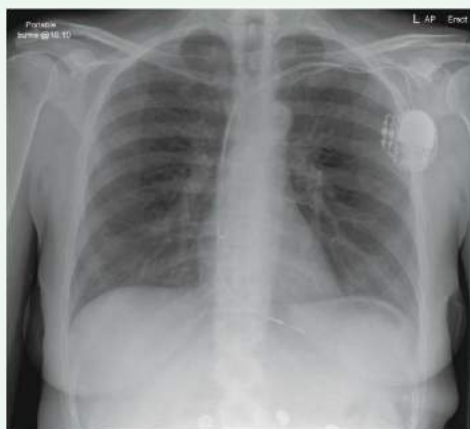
Radiografía de tórax de un paciente con marcapasos. Los electrodos del marcapasos (2) pueden observarse en su trayecto por el sistema venoso hasta el corazón, donde uno termina en la aurícula derecha y el otro en el ventrículo derecho.
